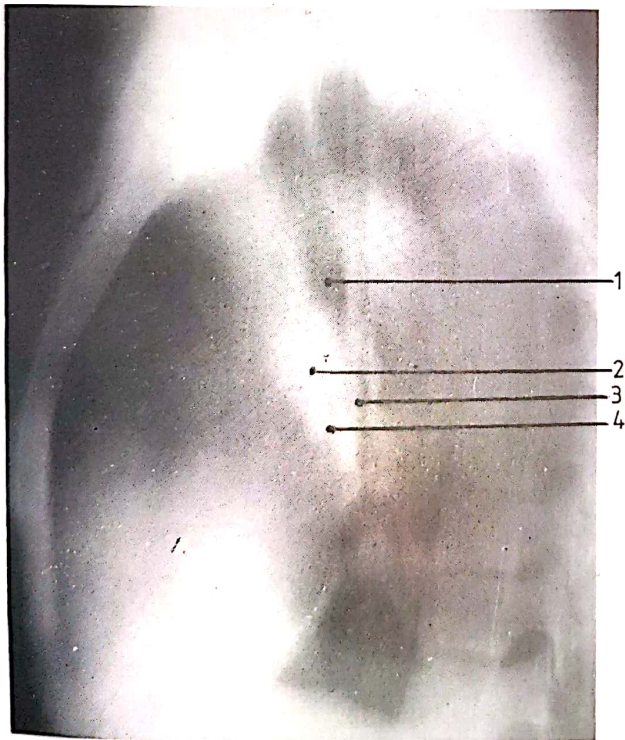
Tomografie în plan medio-sagital: 1, trachea; 2, truncus pulmonalis; 3, bifurcatie tracheae; 4, br. principalis dexter.
